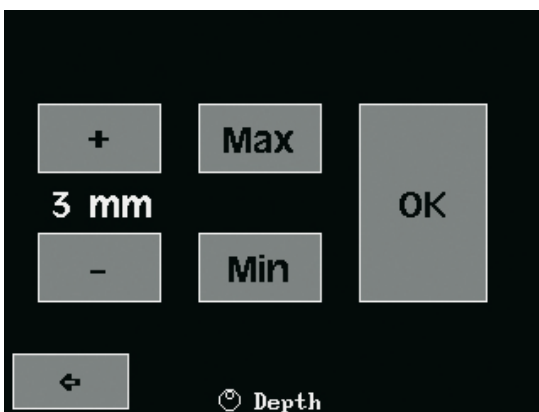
Tomographie Tiefeneinstellung auf dem Touchscreen
